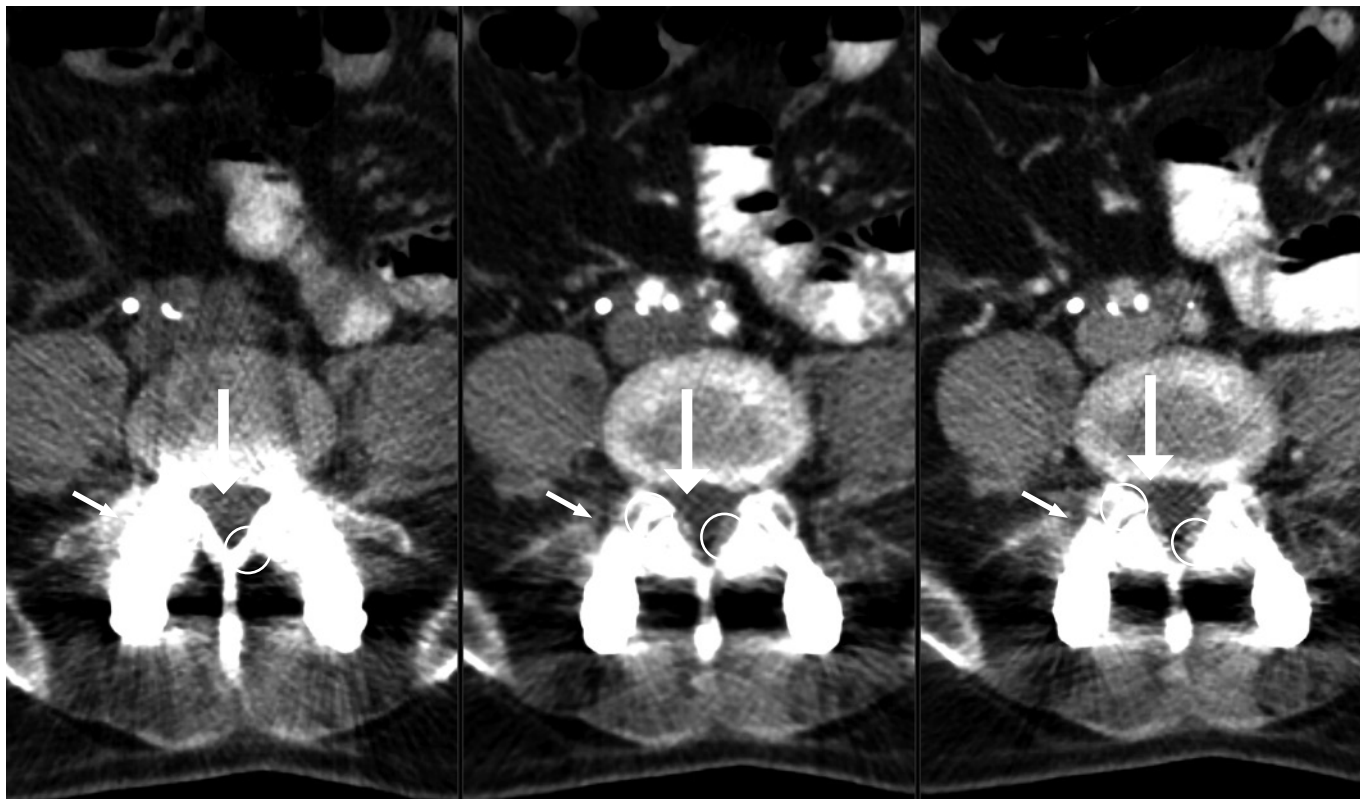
Kontrolní CT vyšetření provedené 10/2021 prokázalo parciální velikostní regresi patologických hmot, nikoliv ale kompletní vymizení. Drobné reziduum (velká šipka) je sledovatelné v úrovni větvení společných ilických cév (označeny kroužkem) a ventrálně před nimi. Vpravo je stále zaveden JJ stent (malá šipka)
